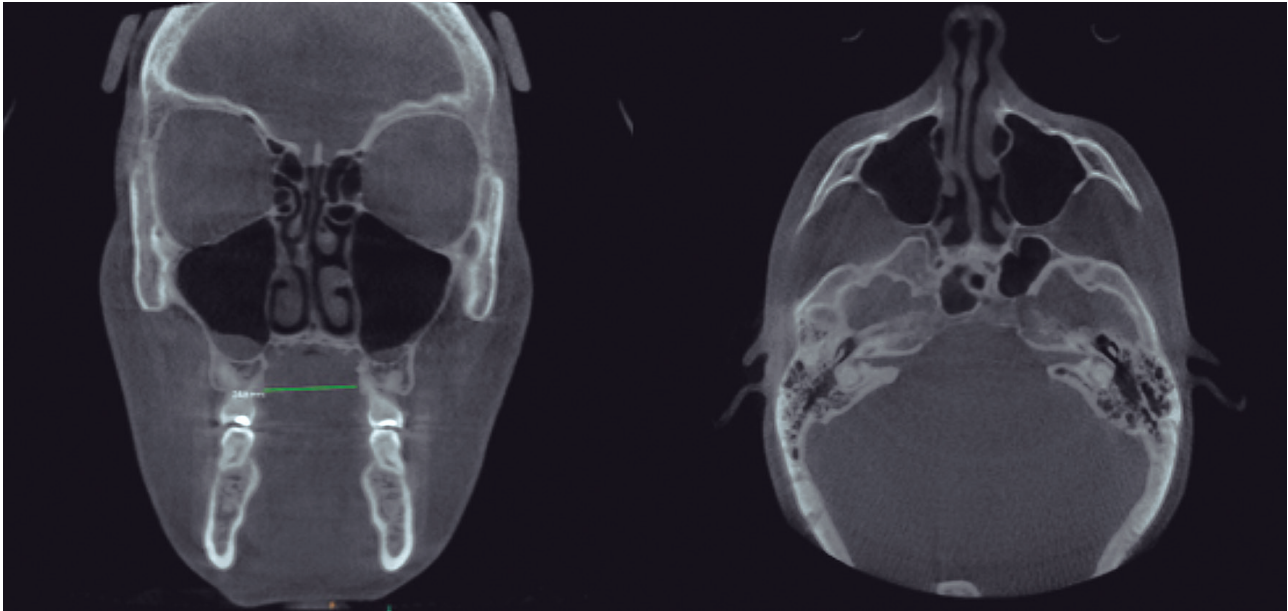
Estrechamiento transversal maxilar, asociado a desviación de tabique nasal. CBCT coronal que muestra diámetro transversal reducido del maxilar^{24,6}.
